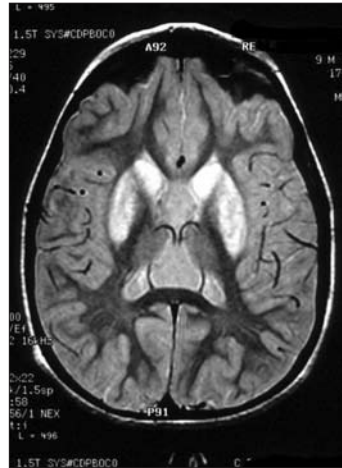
Imagen de RM que muestra una importante afectación de los núcleos lenticular y caudado por los depósitos de cobre característica de la enfermedad de Wilson.
